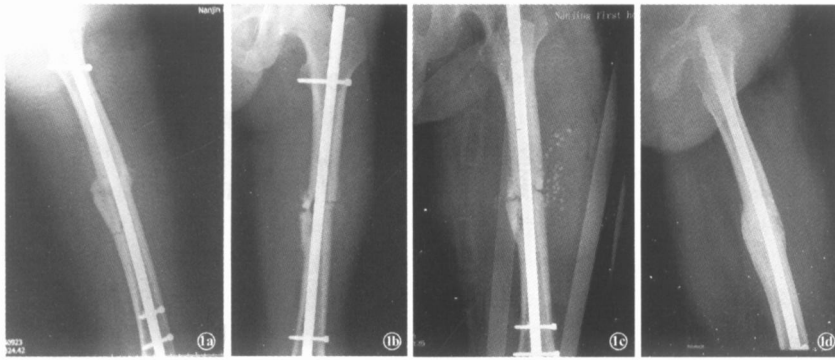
患者,男,22岁,左股骨干骨折 1a 行髓内钉固定术后 X线片; 1b. 术后 6个月见骨端骨质吸收,无骨痂生长,骨折线明显; 1c. 术后 8个月行 Osteoset DBM 植骨术; 1d 植骨术后 3个月见 Osteoset DBM 被吸收,成熟骨痂通过骨折线,骨折线消失
